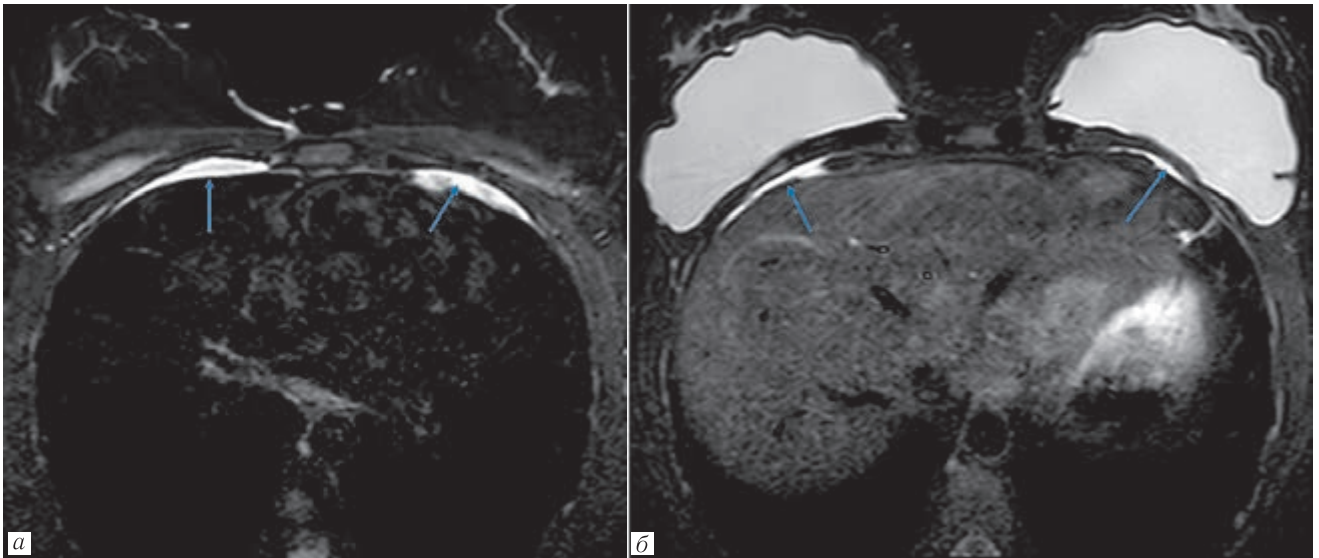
МРТ молочной железы. DWI STIR. Двусторонний плевральный выпот (стрелки) у пациентки 40 лет через 2 мес после COVID-19 легкой степени (а) и 42-летней пациентки с силиконовыми грудными имплантатами через 5 мес после COVID-19 (б)
